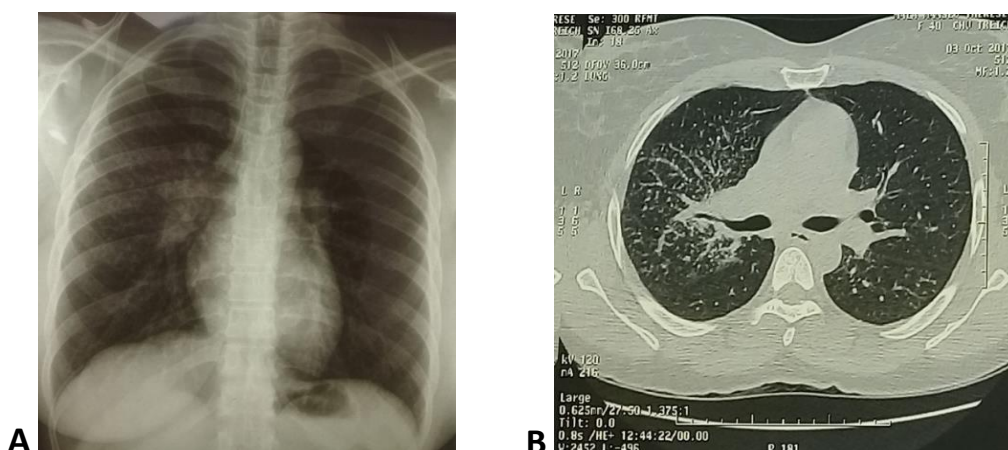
(A, B) : Radiographie de face et tomодensitométrie thoracique en coupe parenchymateuse montrant des opacités micronodulaires bilatérales à la limite de la visibilité, prédominant à droite.
